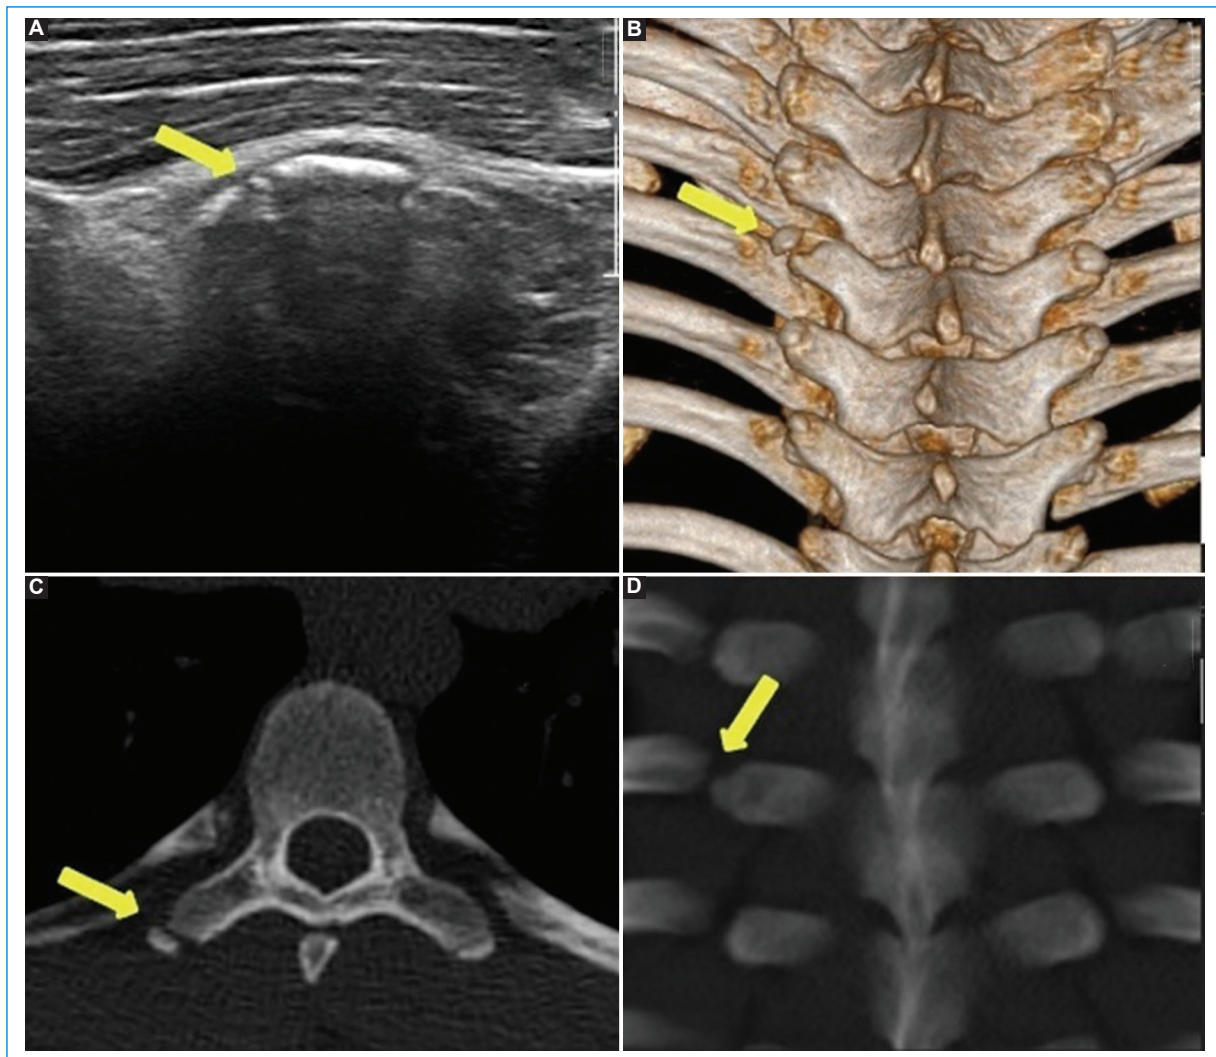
Paciente de 14 años con dolor dorsal. (A) Se realiza US donde se aprecia irregularidad de apófisis transversa a ese nivel (flechas). (B-D) TC con reconstrucción 3D confirmando la avulsión y leve separación de la apófisis transversa derecha de T8 (flechas) (cortesía del Dr. Rafael Barousse).
